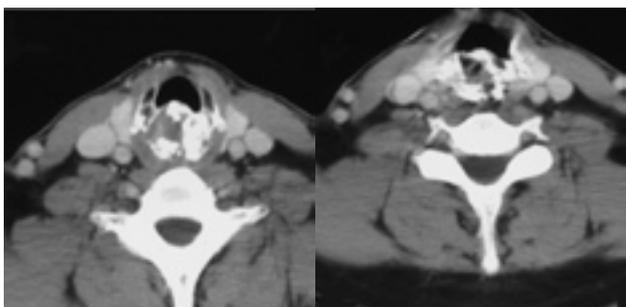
Imagen de TC donde se observa el crecimiento tumoral con múltiples calcificaciones.
